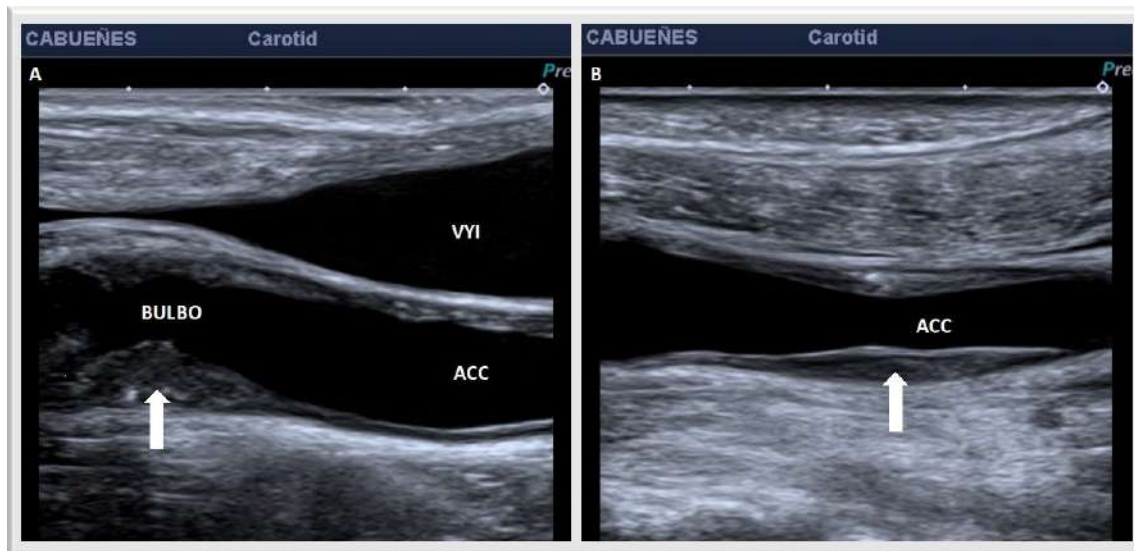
Ecografía de troncos supraaórticos modo B. A. Placa heterogénea, hipocogénica e irregular a nivel del bulbo carotídeo. B. Placa homogénea, isocogénica y de superficie lisa a nivel de la ACC.
